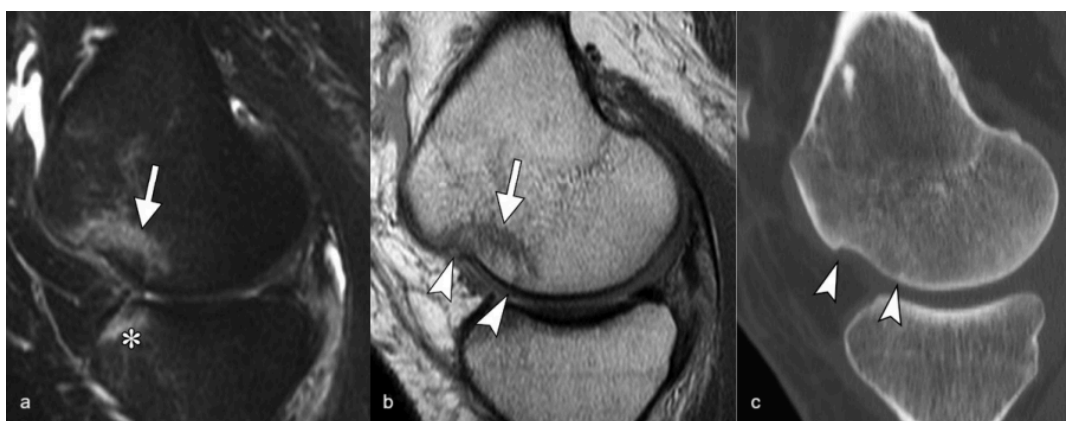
Secuencia T2 FAT SAT sagital (a), sagital T1 (b), tomografía (c). Se evidencia fractura osteocondral (flecha en a y b), que rodea una porción del hueso subcondral y el cartílago suprayacente. Se observan interrupciones de la placa ósea subcondral (puntas de flecha en b y c). La fractura del cóndilo femoral anterior y la contusión ósea en la cara anterior de la tibia (* en b) son el resultado de una hiperextensión, al colisionar el fémur y la tibia. Ruptura del LCP. Tomada de: Osteochondral Lesions of the Knee: Differentiating the Most Common Entities at MRI. RadioGraphics 2018; 38:1478–1495.
